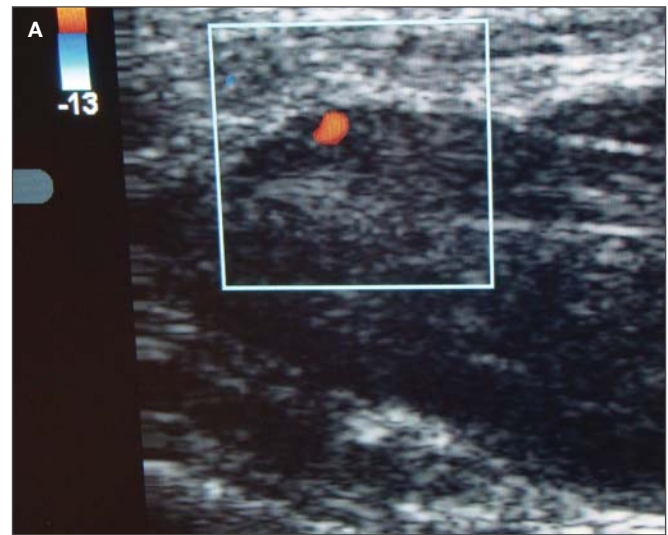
(A) Immagine color Doppler dell'arco palmare. (B) Occlusione dell'arteria radiale mentre si visualizza l'arco palmare. (C) Dopo occlusione si osserva inversione del flusso nell'arco palmare, che dimostra come il flusso venga mantenuto attraverso l'arteria ulnare.
